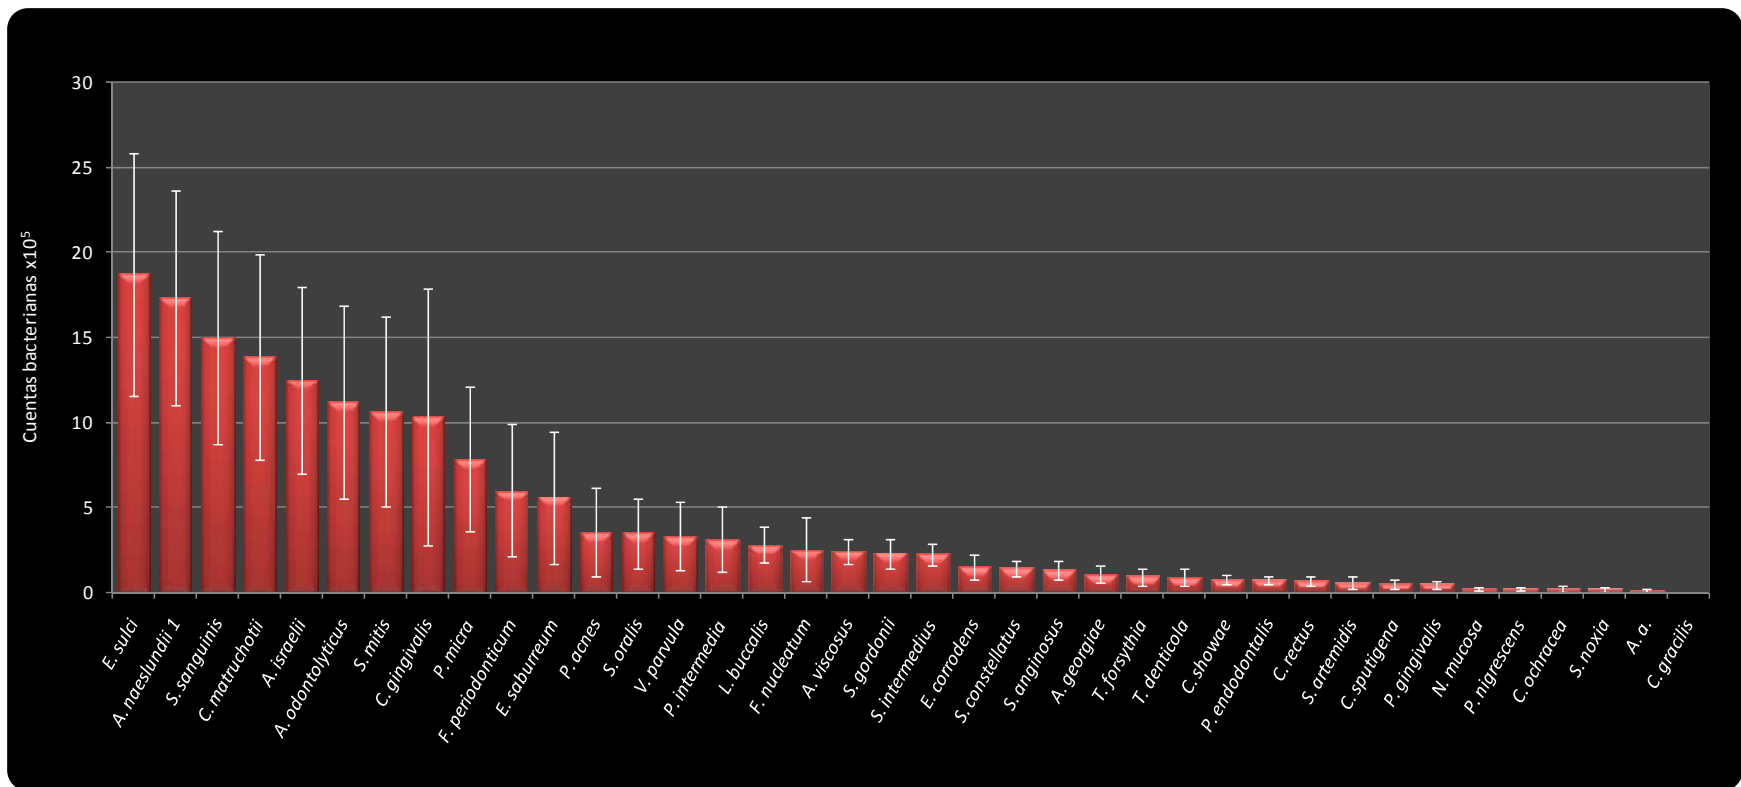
Niveles promedio (cuentas bacterianas x 10⁵ ± EEM) de las 38 especies individuales en 54 muestras periapicales provenientes de 27 sujetos de estudio. Los niveles promedio fueron calculados determinando las cuentas de cada especie bacteriana en cada muestra, promediadas entre las 2 muestras de cada sujeto y posteriormente entre los 27 sujetos de estudio. Los datos graficados en la presente figura se presentan en la tabla 5. A. a.: *Aggregatibacter actinomycetemcomitans*.
